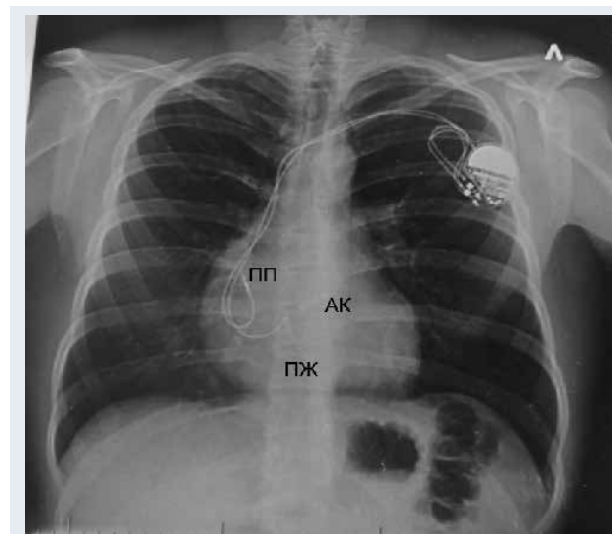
Рентгенограмма органов грудной полости больного Г. Состояние после протезирования аортального клапана. Состояние после имплантации двухкамерного электрокардиостимулятора.
